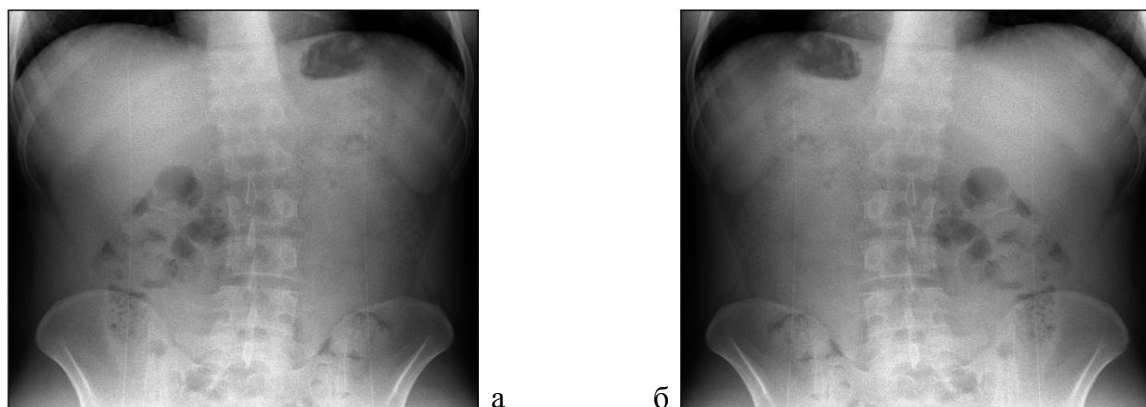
На рентгенограмах розташування печінки та повітряного міхура шлунка в нормі (а) та при синдромі Зіверта – Картагенера (*situs viscerum inversus*) (б)
